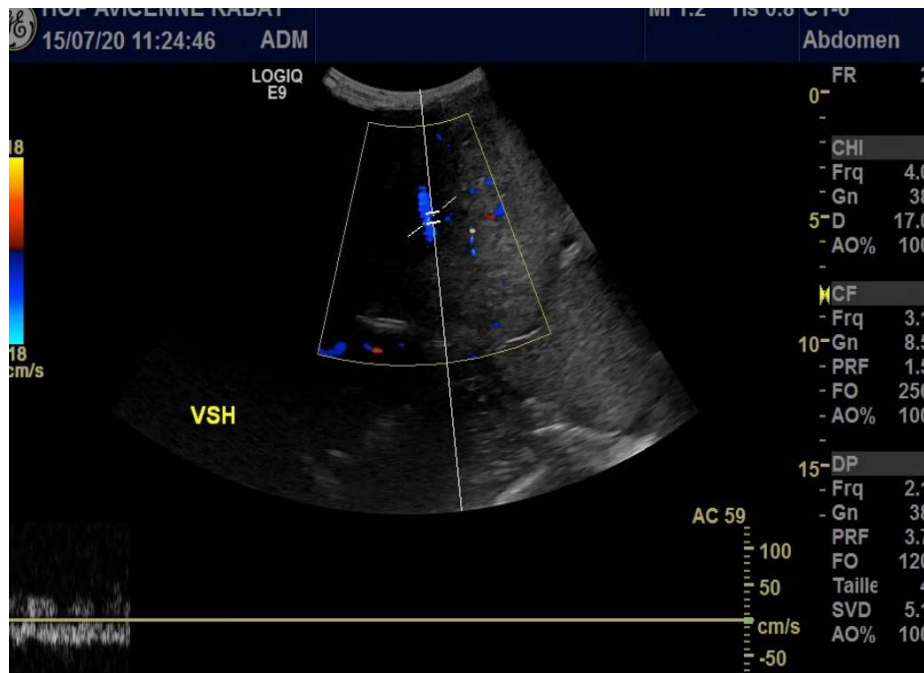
Echographie avec doppler, montrant une absence de flux au niveau des VSH (Thrombosées) .
